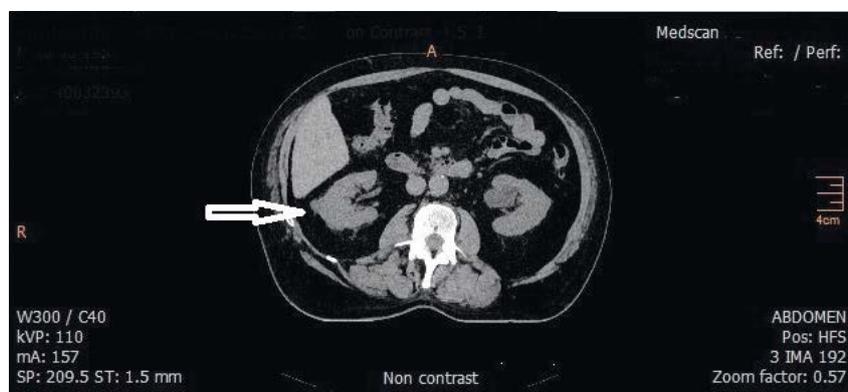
Компьютерная томография пациента А., 65 лет (горизонтальный срез). Опухоль правой почки, без контрастного усиления
